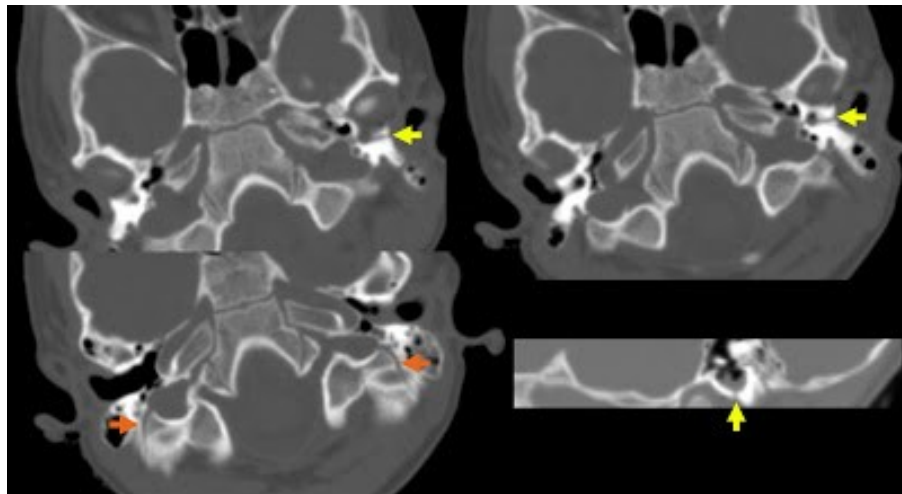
Corte axial de cráneo en TAC, indicando pequeñas fracturas
